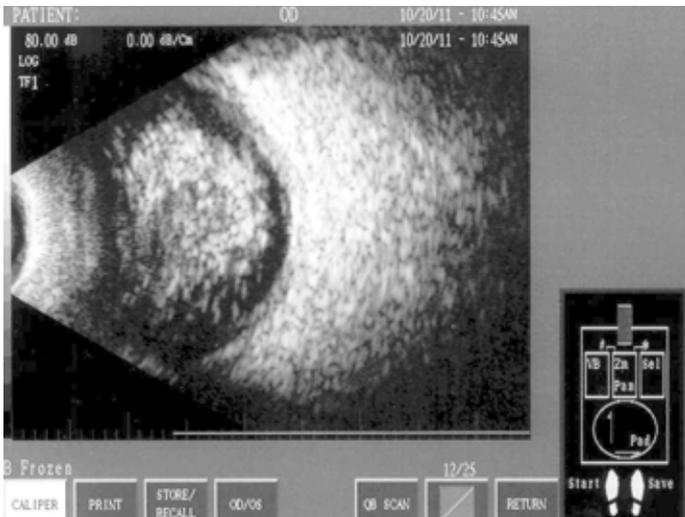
Рис. 3. УЗИ глазного яблока пациентки П. (почти тотальный старый гемофтальм).
